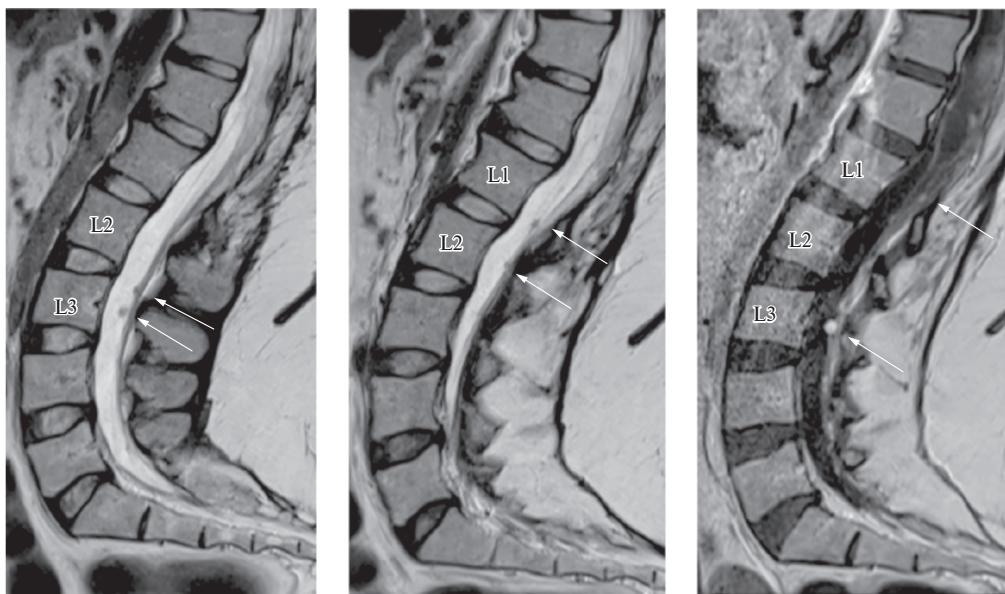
МРТ поясничного отдела позвоночника в сагиттальной проекции в режиме T2 до внутривенного контрастирования и в режиме T1 после него. Интранадулярные экстрамедуллярные образования на уровне L1-, L2- и L3-позвонков с накоплением парамагнетика (более вероятно, невриномы)
